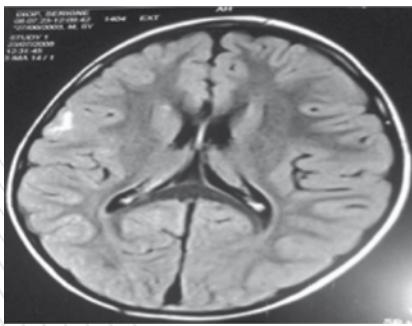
IRM cérébrale en séquence Flair montrant une dysplasie corticale temporaire droite (Observation 4).
